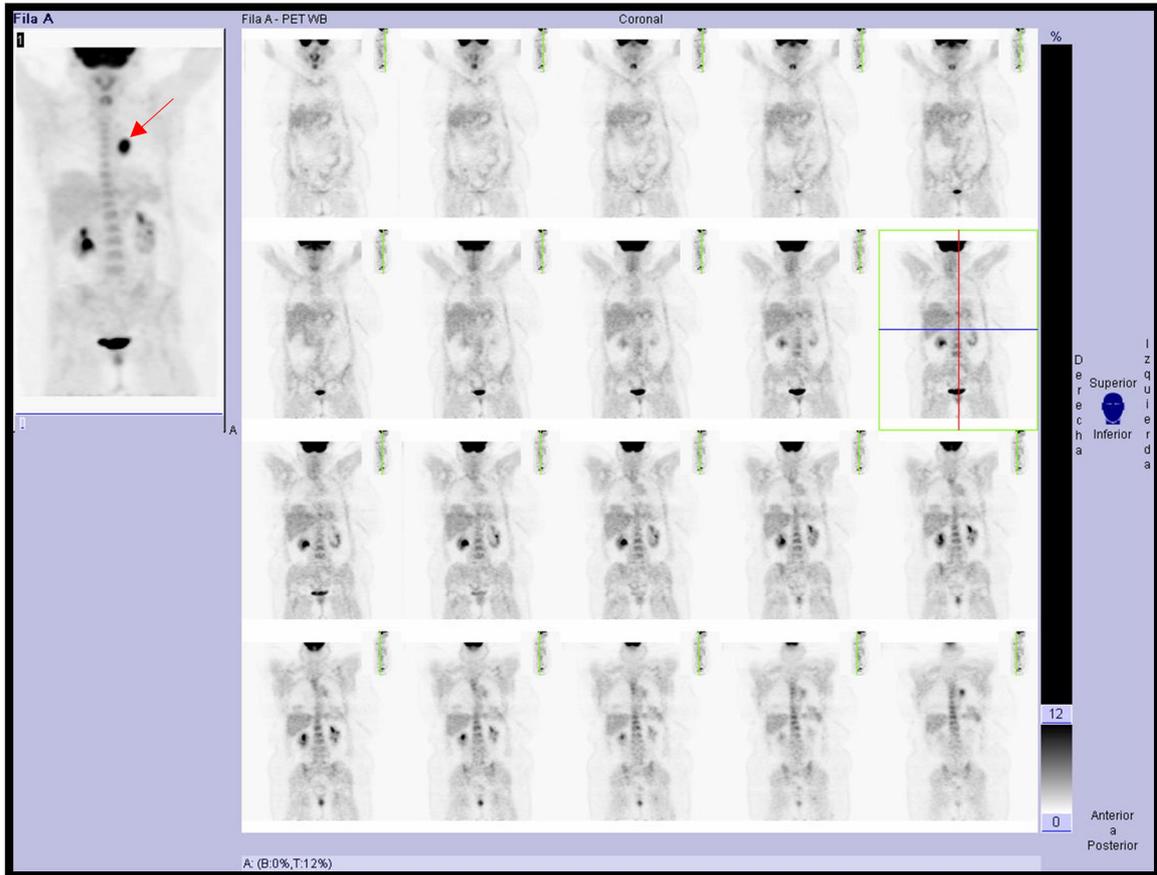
Imagen volumétrica y cortes coronales de la exploración: *Paciente de 55 años a la que se realizó exploración PET/TAC con 18F-FDG donde se observa captación fisiológica en cerebro, anillo de Waldeyer, columna vertebral, hígado y sistema pielocalicial renal y el foco captante no fisiológico en pulmón izquierdo (Flecha).*
